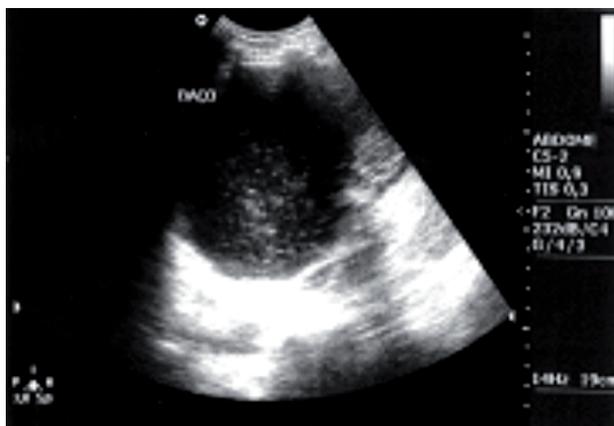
ultrassonografia evidenciando abscesso esplênico.
